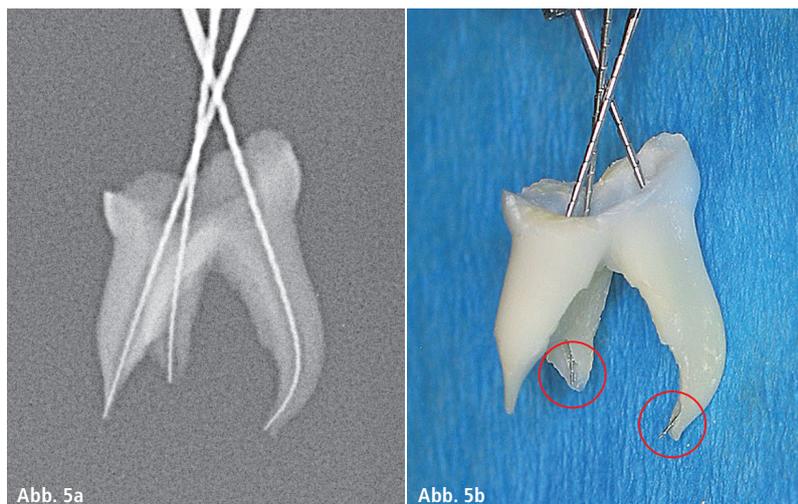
Resorptionen am extrahierten Zahn können auf dem Röntgenbild nicht erkannt werden. Hier ist ein Apexlokator sinnvoll, um Verletzungen des bleibenden Zahns durch Überinstrumentierung zu vermeiden.
